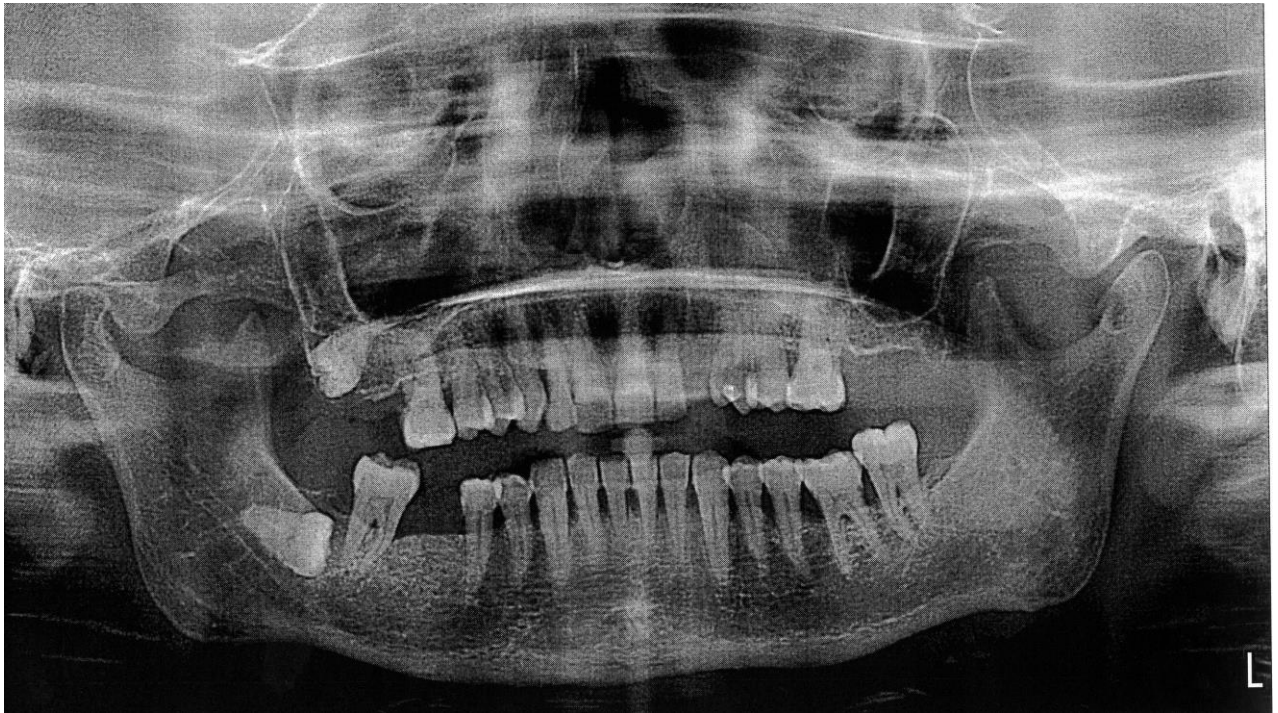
Ортопантомограма хворої Ж. (іст. хв. № 2514) до лікування. Резорбція міжальвеолярних перегородок досягає 1/3–1/2 довжини коренів зубів, помірно виражені остеопороз та розширення періодонтальних щілин
